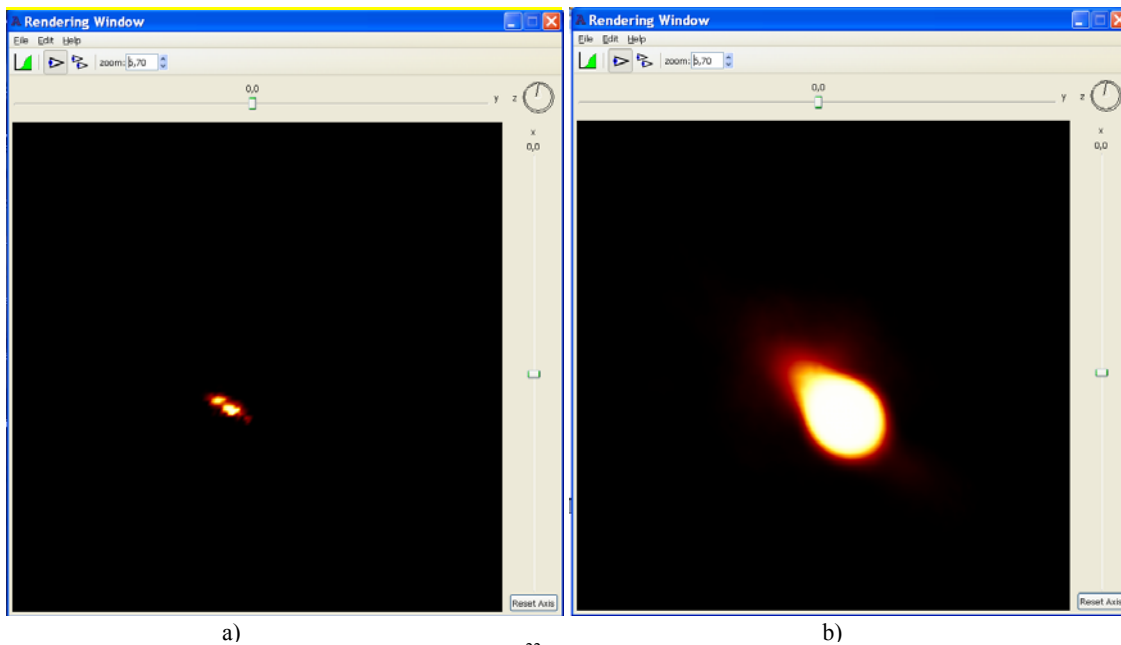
Visualización de dos fuentes puntuales de  $^{22}\text{Na}$  bajo las mismas condiciones de aumento del programa AMIDE: a) con el sistema ClearPET(diámetro máximo)-CZT, b) con el sistema PET y el diámetro mínimo.
